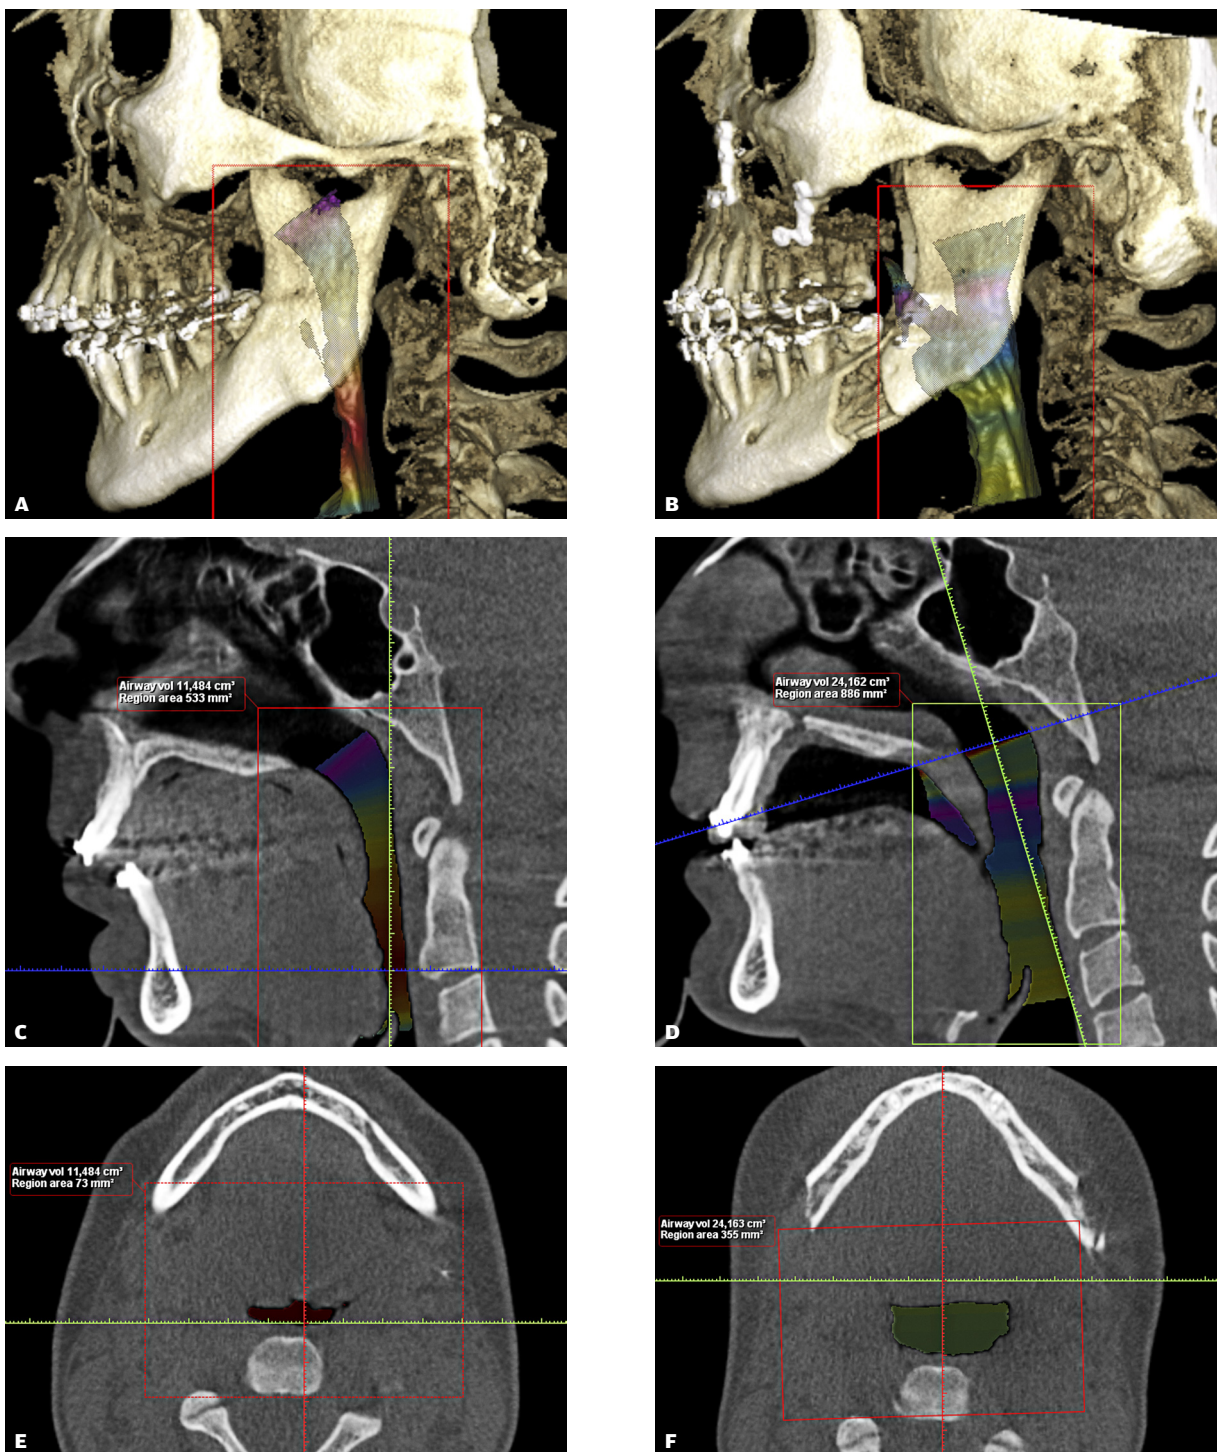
CBCT med 3d-visning af luftvejene og knogle inden operation (A) og efter operation (B). Sagittalt udsnit af CBCT til at identificere luftvejenes mindste tværsnitsareal retroglottalt (blå streg) inden operation (C). Efter operationen er mindste tværsnitsareal flyttet til nasofarynx (D). Mindste tværsnitsareal inden operation på 74 mm² inden operationen (E). Tværsnitsareal i samme område øges til 355 mm² efter operation (F).
